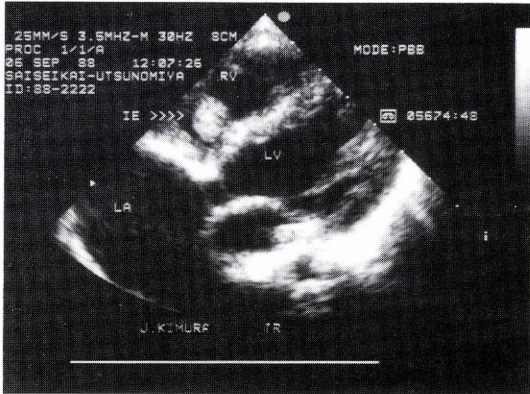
断層心エコー図(4-chamber view) 5カ月間 amphotericin B を投与し中止したところ再び発熱しパッチに付着した有茎性可動性の Vegetation を認めた。
